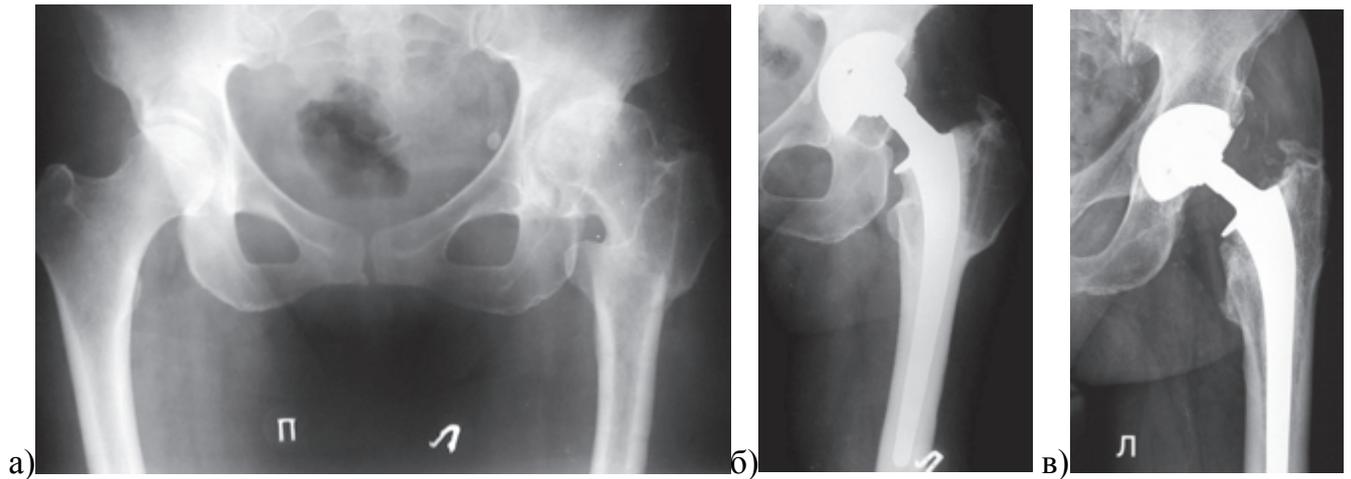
Рентгенограммы костей таза пациентки 53 лет. Левосторонний диспластический коксартроз: а – через 6 лет после лечебной межвертельной остеотомии наблюдается прогрессирование коксартроза; б – эндопротезирование левого тазобедренного сустава стандартным гибридным эндопротезом (чашка Trilogy, Zimmer, ножка Lubinus Classic Plus, W. Link с ШДУ 126°); выбор ножки обусловлен ее соответствием геометрии костномозгового канала бедренной кости и возможностью компенсировать избыточную антеверсию шейки; в – через 12 лет после операции
